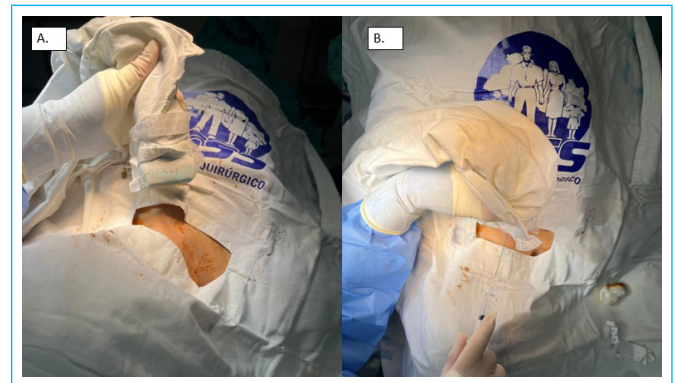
A. Paciente protegido con campos estériles, y el equipo de ultrasonido debidamente aislado con funda estéril. B. Se muestra la dirección de la punción orientada hacia la tetilla ipsilateral, y la posición del transductor para dirigir la punción.
